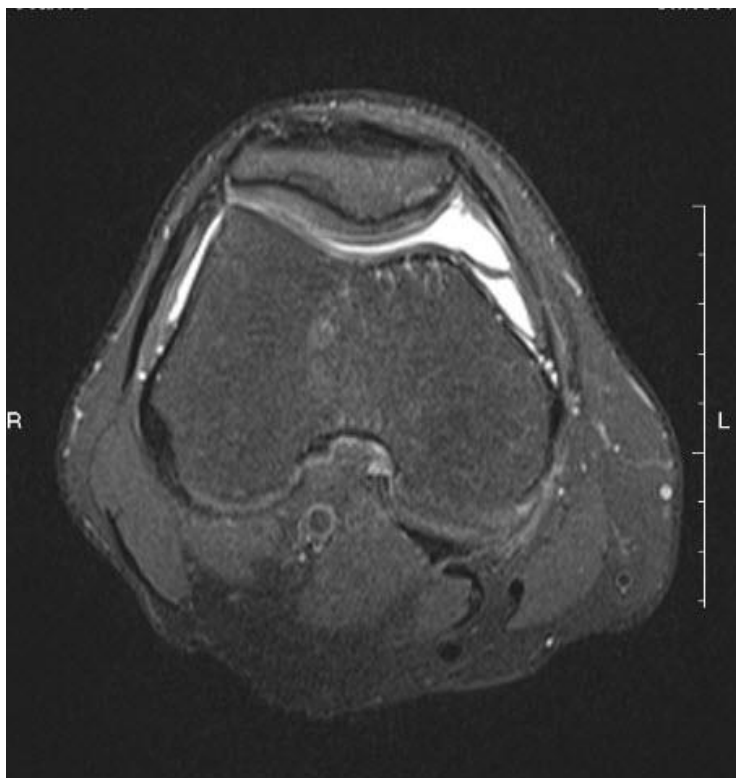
МР-томограма пацієнта з типом В медіопателлярної складки.
